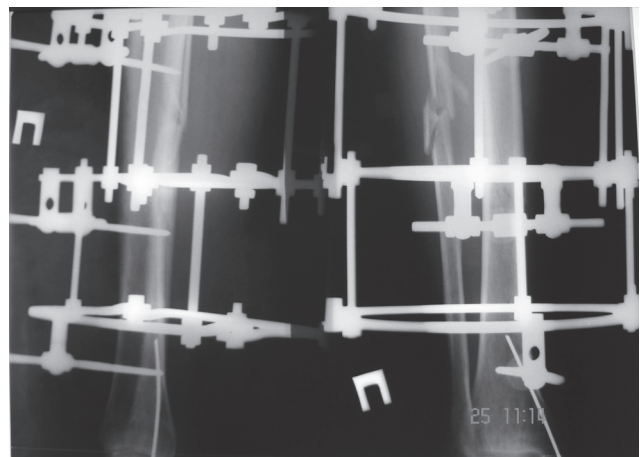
Рентгенограммы больного З. после операции
